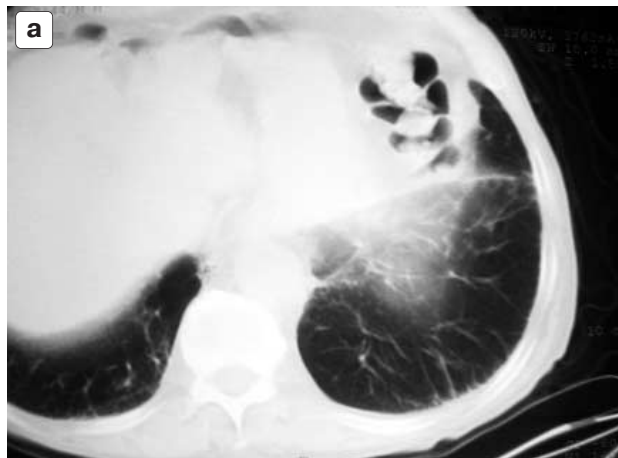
Компьютерная томограмма высокого разрешения на уровне нижней доли левого легкого у пациента с хронической обструктивной болезнью легких; а — стандартная компьютерная томография с толщиной среза 8 мм. Нормальная компьютерно-томографическая картина легочной ткани. Бронхоэктазы не визуализируются; б — компьютерная томография высокого разрешения. Отчетливо выявляются множественные бронхоэктазы — симптом “перстня” (стрелки).
